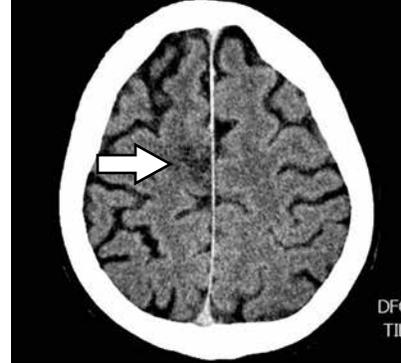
Error cometido durante el análisis racional, categoría Información falsa. En esta tomografía se ve una lesión de baja densidad en el hemisferio cerebral derecho adyacente a la hoz (flecha), a la que no se le dio importancia porque al radiólogo se le informó que el estudio era por chequeo. Se trataba de infarto cerebral en un paciente con cefalea y déficit motor.
